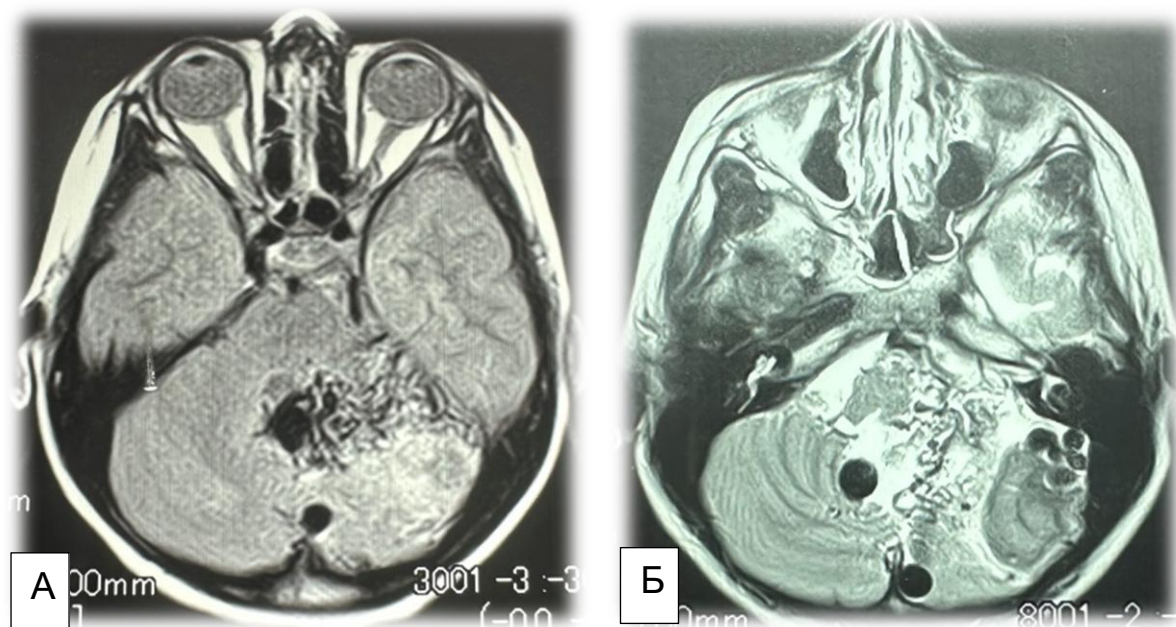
Артериовенозные мальформации левой гемисферы мозжечка ножки среднего мозга: аксиальные срезы (АВМ). А-В – МРТ режим T1, T2 АВМ левой гемисферы мозжечка ножки среднего мозга V степени Spetzler-Martin, по дополнительной шкале и хирургической стратегии по M. Lawton –Young III
